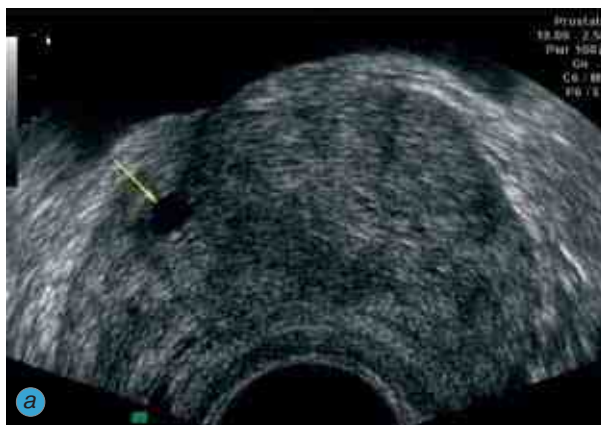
ТРУЗИ при кисте простаты: а — сканограмма (стрелка)
